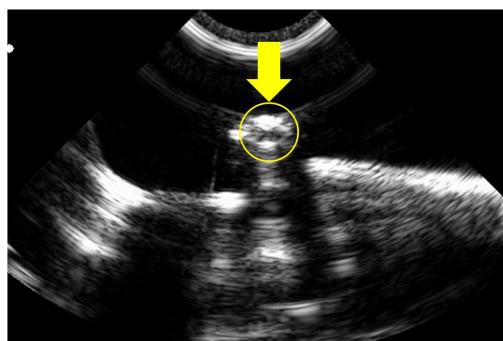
ファントムの超音波画像. ファントム部分を,円で囲み矢印で示す.
